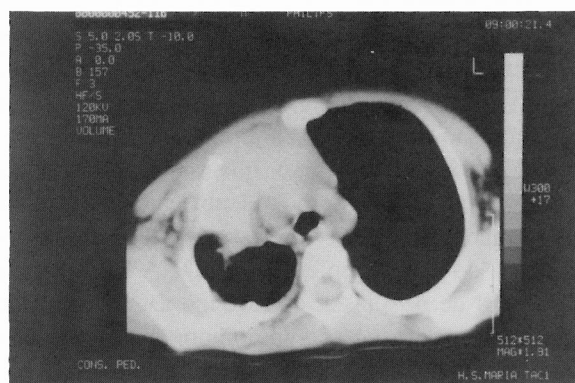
Tomografia computadorizada do tórax um ano após cirurgia, mostra desvios das estruturas mediastínicas para a direita de caracter residual pós cirúrgico.
